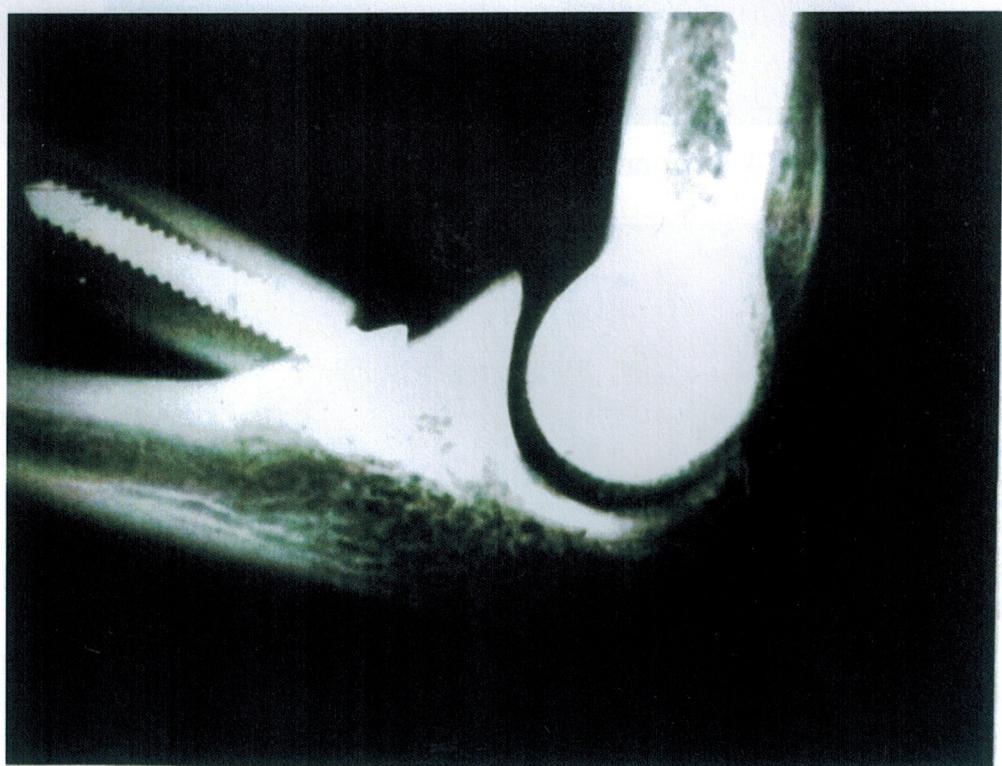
Фоторентгенограмма б-ного Е. в боковой проекции после имплантации эндопротеза головки лучевой кости
